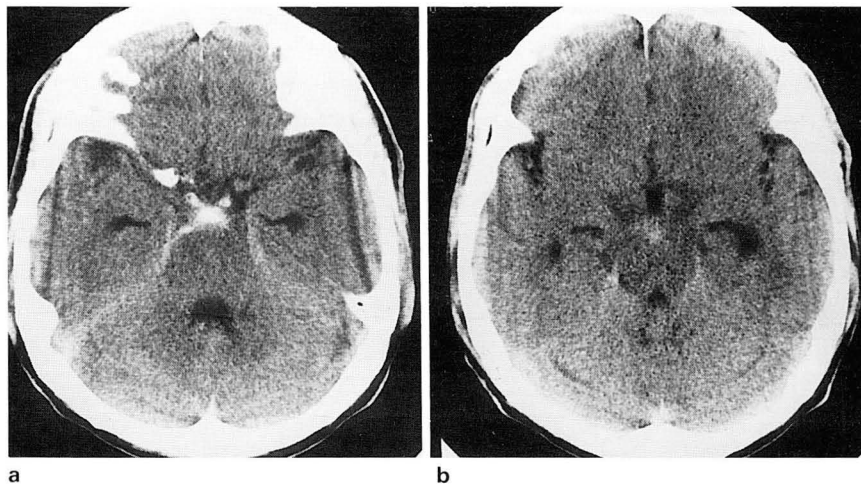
A 52-year-old female with sudden onset of bursting headache. Precontrast axial CT scans at the level of anterior clinoid process(a), and just above a(b) show high-density blood clots in perimesencephalic subarachnoid spaces. Note the distribution of subarachnoid hemorrhage involving the prepontine cistern (a), the interpeduncular, and the ambient cisterns(b).
